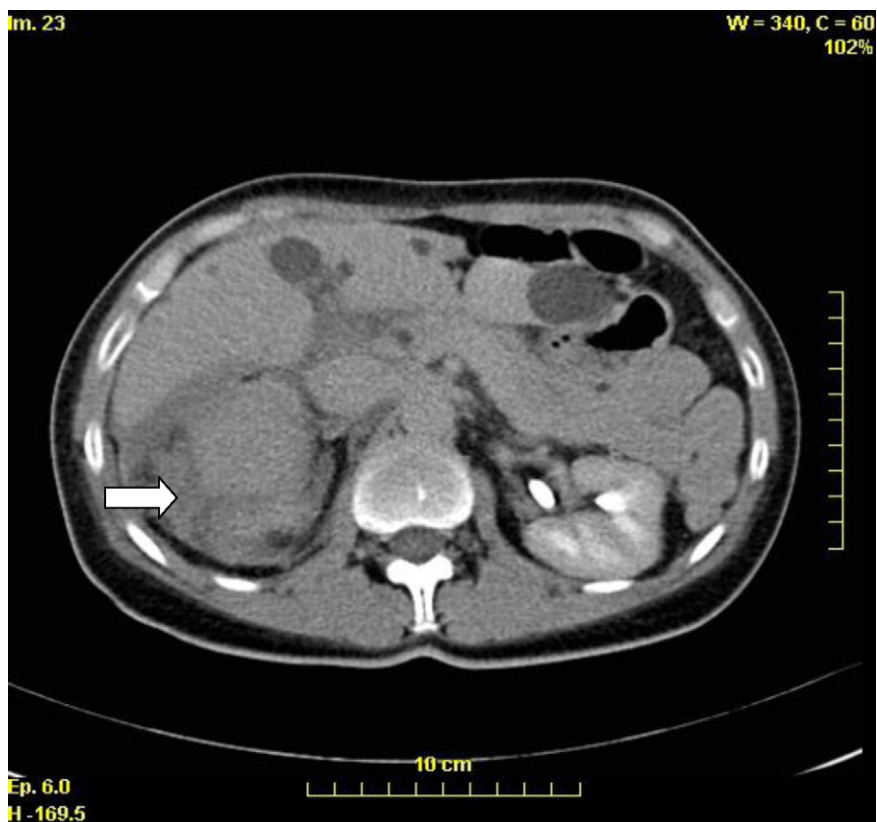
TDM avec injection (Mme L.) : ⇨ hématome surrénalien droit.
